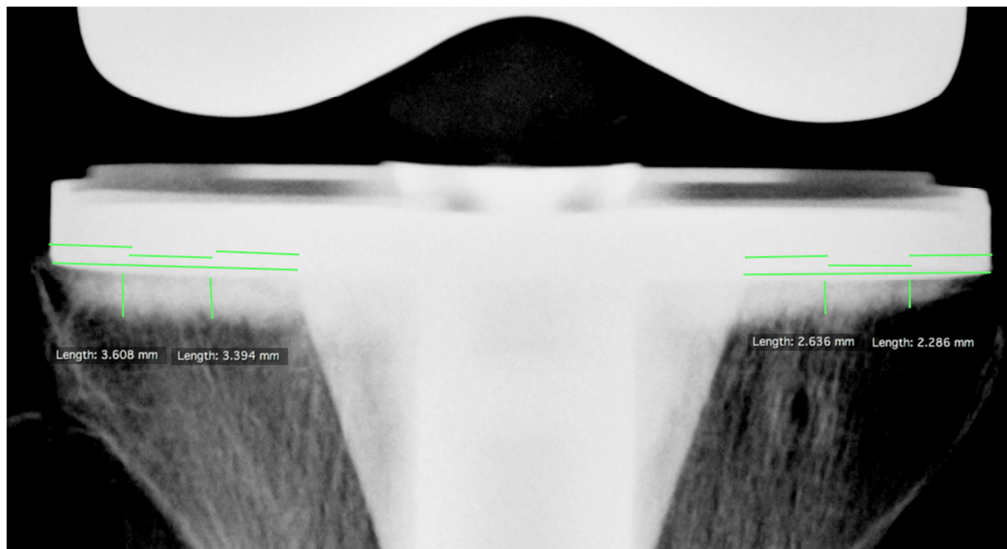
Röntgenaufnahme der tibialen Komponente einer Knieendoprothese im ap Strahlengang mit eingezeichneten Messpunkten zur Bestimmung der Zementeindringtiefe unter der Prothese
